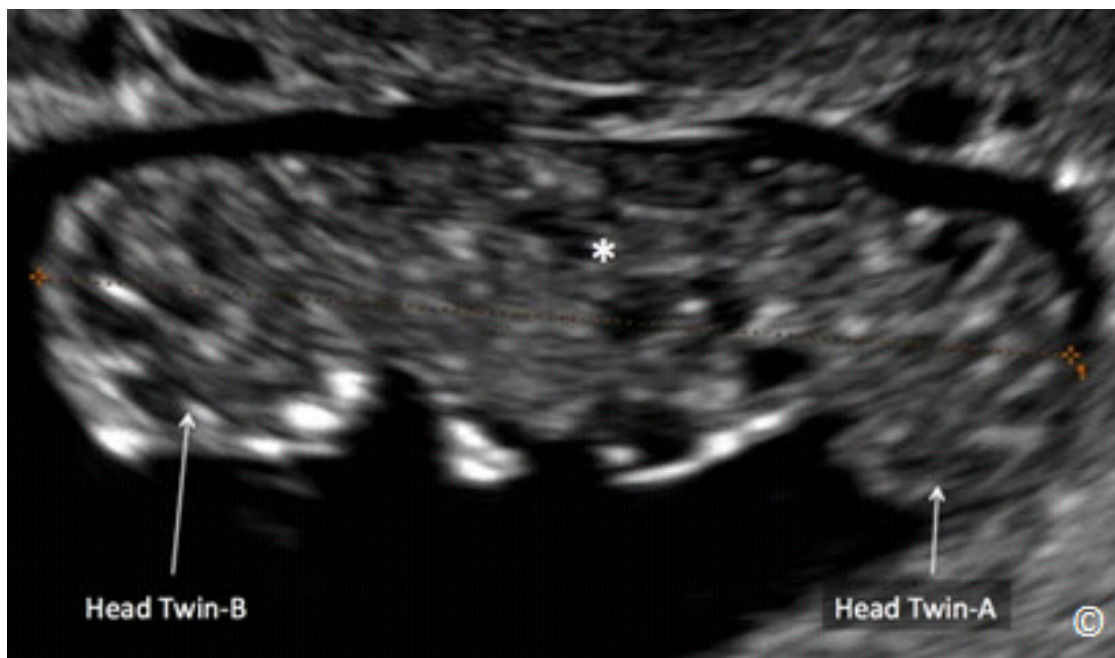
Los gemelos unidos visualizados en ultrasonido 2D en Modo B y escala de grises a las 9 semanas de gestación. Tenga en cuenta la fusión de gemelos en el área pélvica (asterisco). Las regiones cefálicas de gemelos están etiquetadas.
